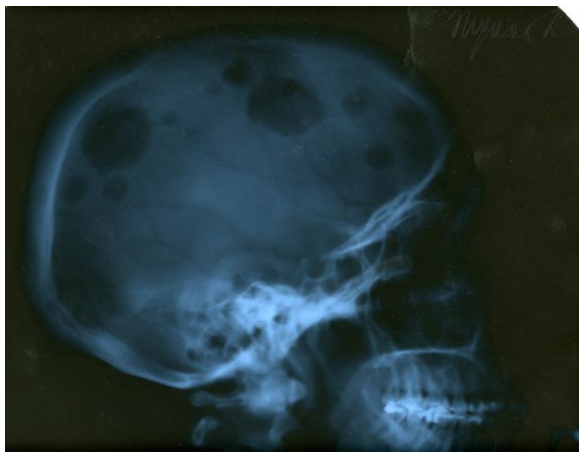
Обзорная рентгенограмма черепа больного «И» с ММ, 1952 года рождения
